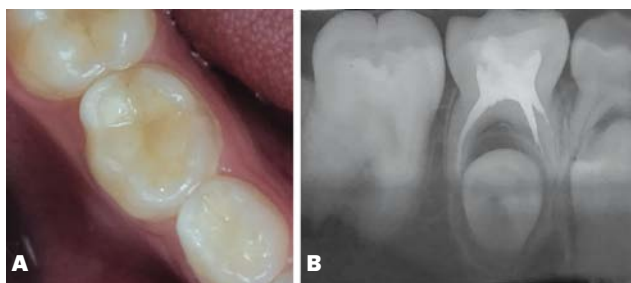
A) Restauración inmediata con resina compuesta. B) Radiografía posoperatoria
